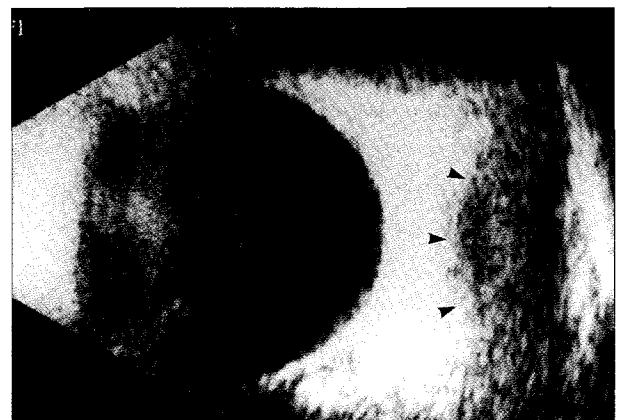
안와 초음파상에서 경계가 명확한 균질성의 저반향성(low reflective) 종괴가 관찰.
